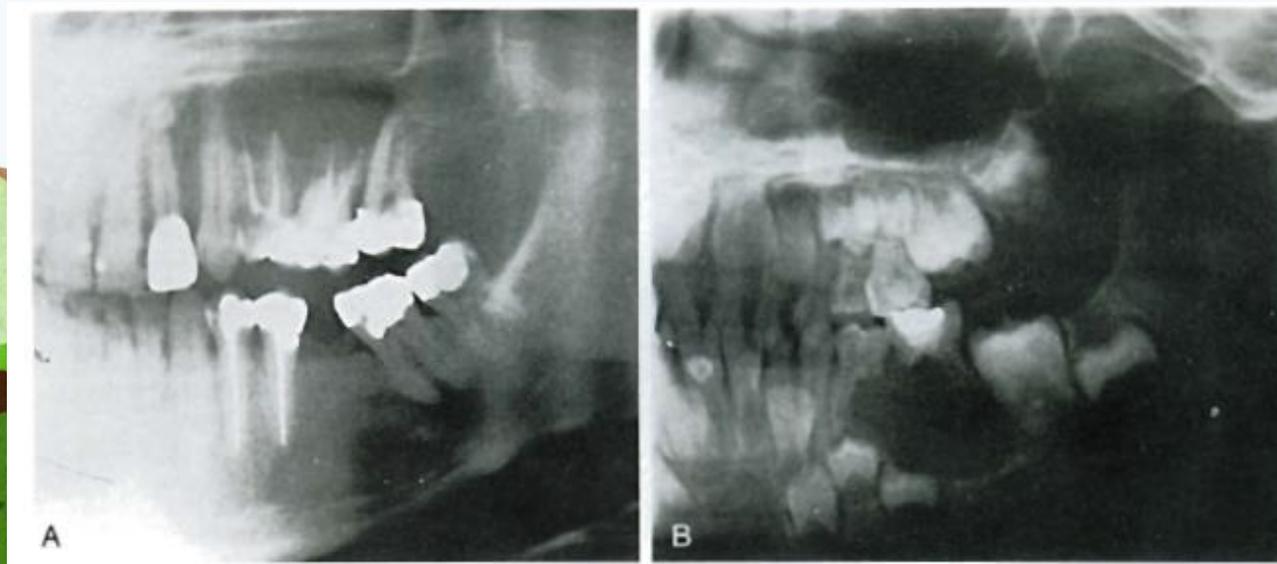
A*, quiste radicular de la maxila (la lesión no se resuelve después de tratamiento endodóncico). *B*, quiste periapical relacionado con un molar primario.
